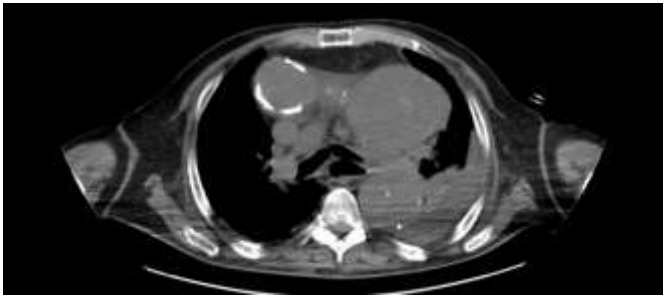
TAC tórax: aneurisma de aorta descendente de 10cm de diámetro.
